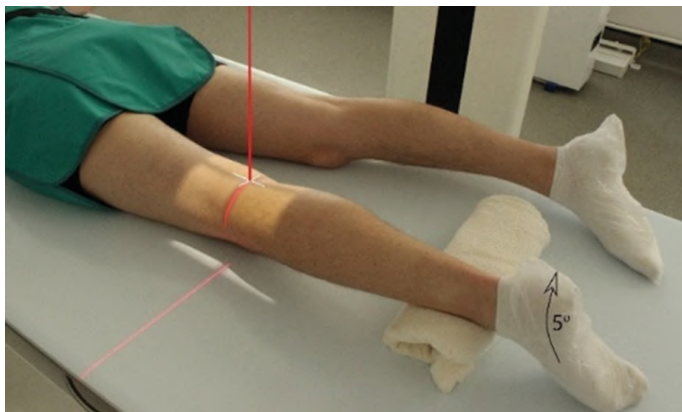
Рентгенография коленного сустава. Передняя прямая проекция (надколенник)
